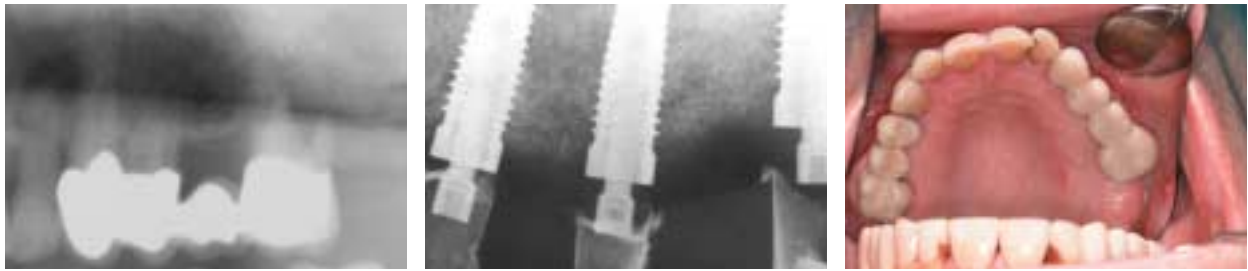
Pat. 1 – Anfangsbefund, starker Knochenabbau Regio 24–26. – Abb. 2: Pat. 1 – Röntgenbild. Sofortimplantation Regio 24–26. – Abb. 3: Pat. 1 – Sofortbelastung der Implantate Regio 24–26.
